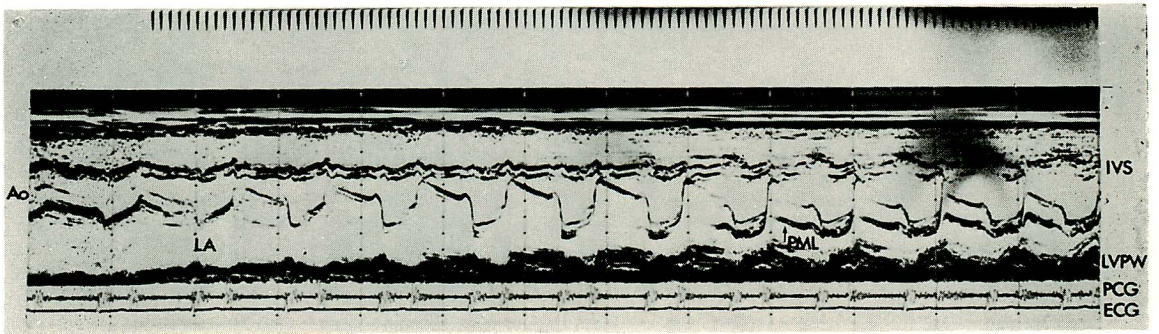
Echocardiogram (scanning from the aortic root to the left cavity) of classical mitral stenosis.
